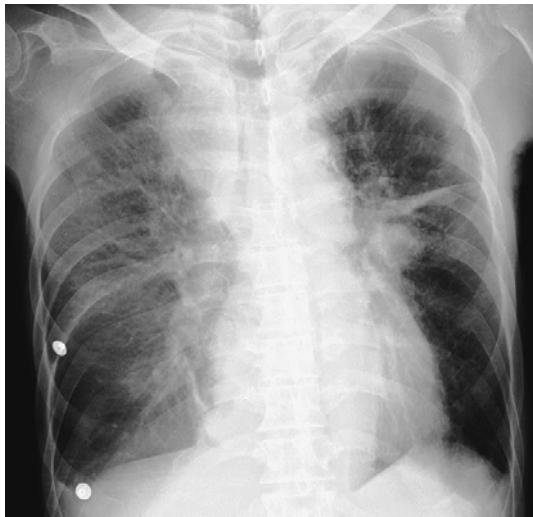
A chest X-ray on admission, showing a mass lesion in the left lung field, mediastinal dilation and bilateral hilar shadows.
